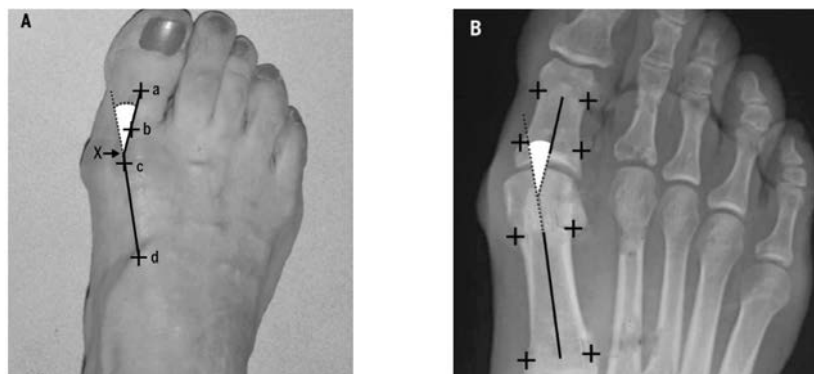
Puntos de referencia para la medición del AHV en una fotografía digital (A) y en radiografía dorso-plantar (B). (A): las marcas *a* y *b* indican el eje visual de la falange proximal; la *c* representa el centro de la cabeza del primer metatarsiano; y la *d* el eje visual del primer metatarsiano. La *X* marca la intersección de los dos ejes. (B): los puntos de referencia están en la cortical medial y lateral en la zona metafisaria del primer metatarsiano y la falange proximal (tomado de Nix et al., 2012)
